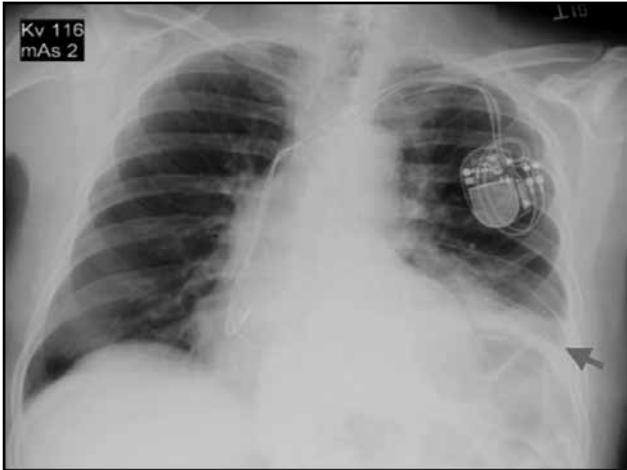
Radiografía de tórax, en proyección frontal se observa una opacidad en la base izquierda con obliteración del ángulo costofrénico.
